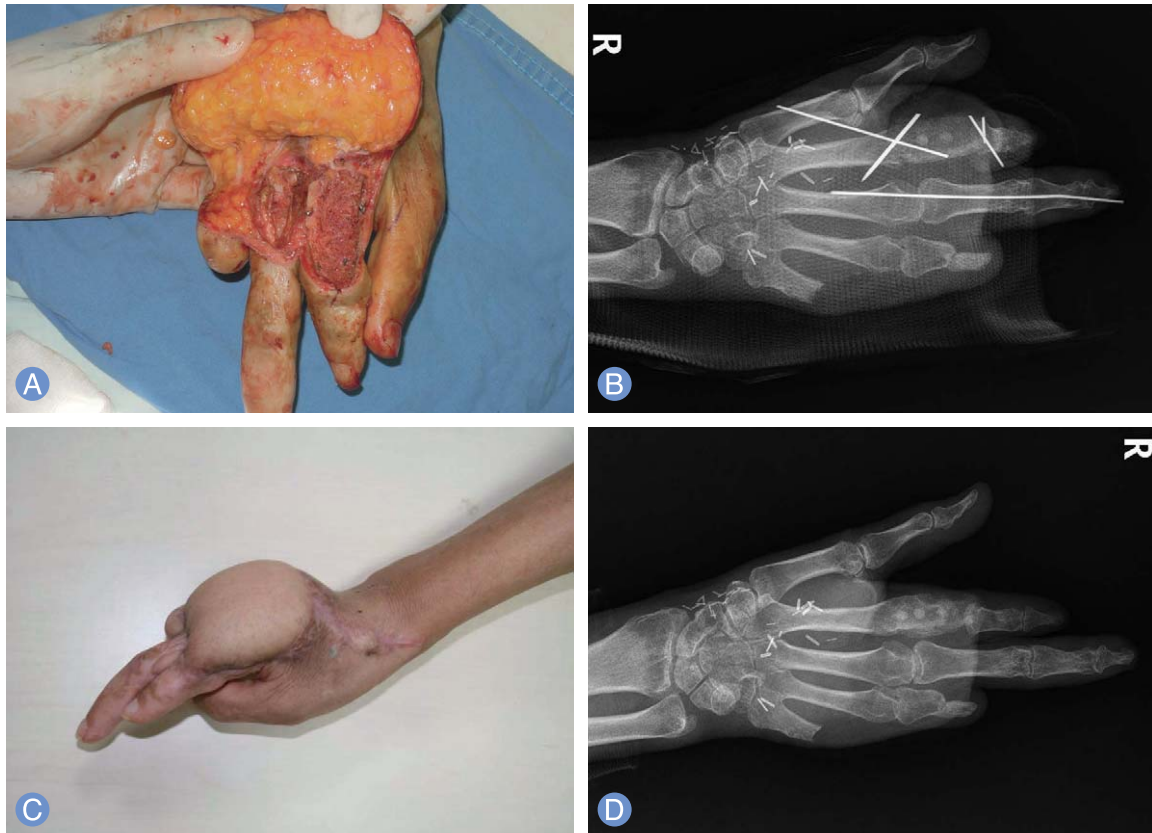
(A) Debulking procedure of the flap and subsequent iliac bone graft. (B) Immediate postoperative X-ray. (C) Postoperative view after 7 months. No recurrence of chronic osteomyelitis (D) Postoperative X-ray after removal of the K-wires.
